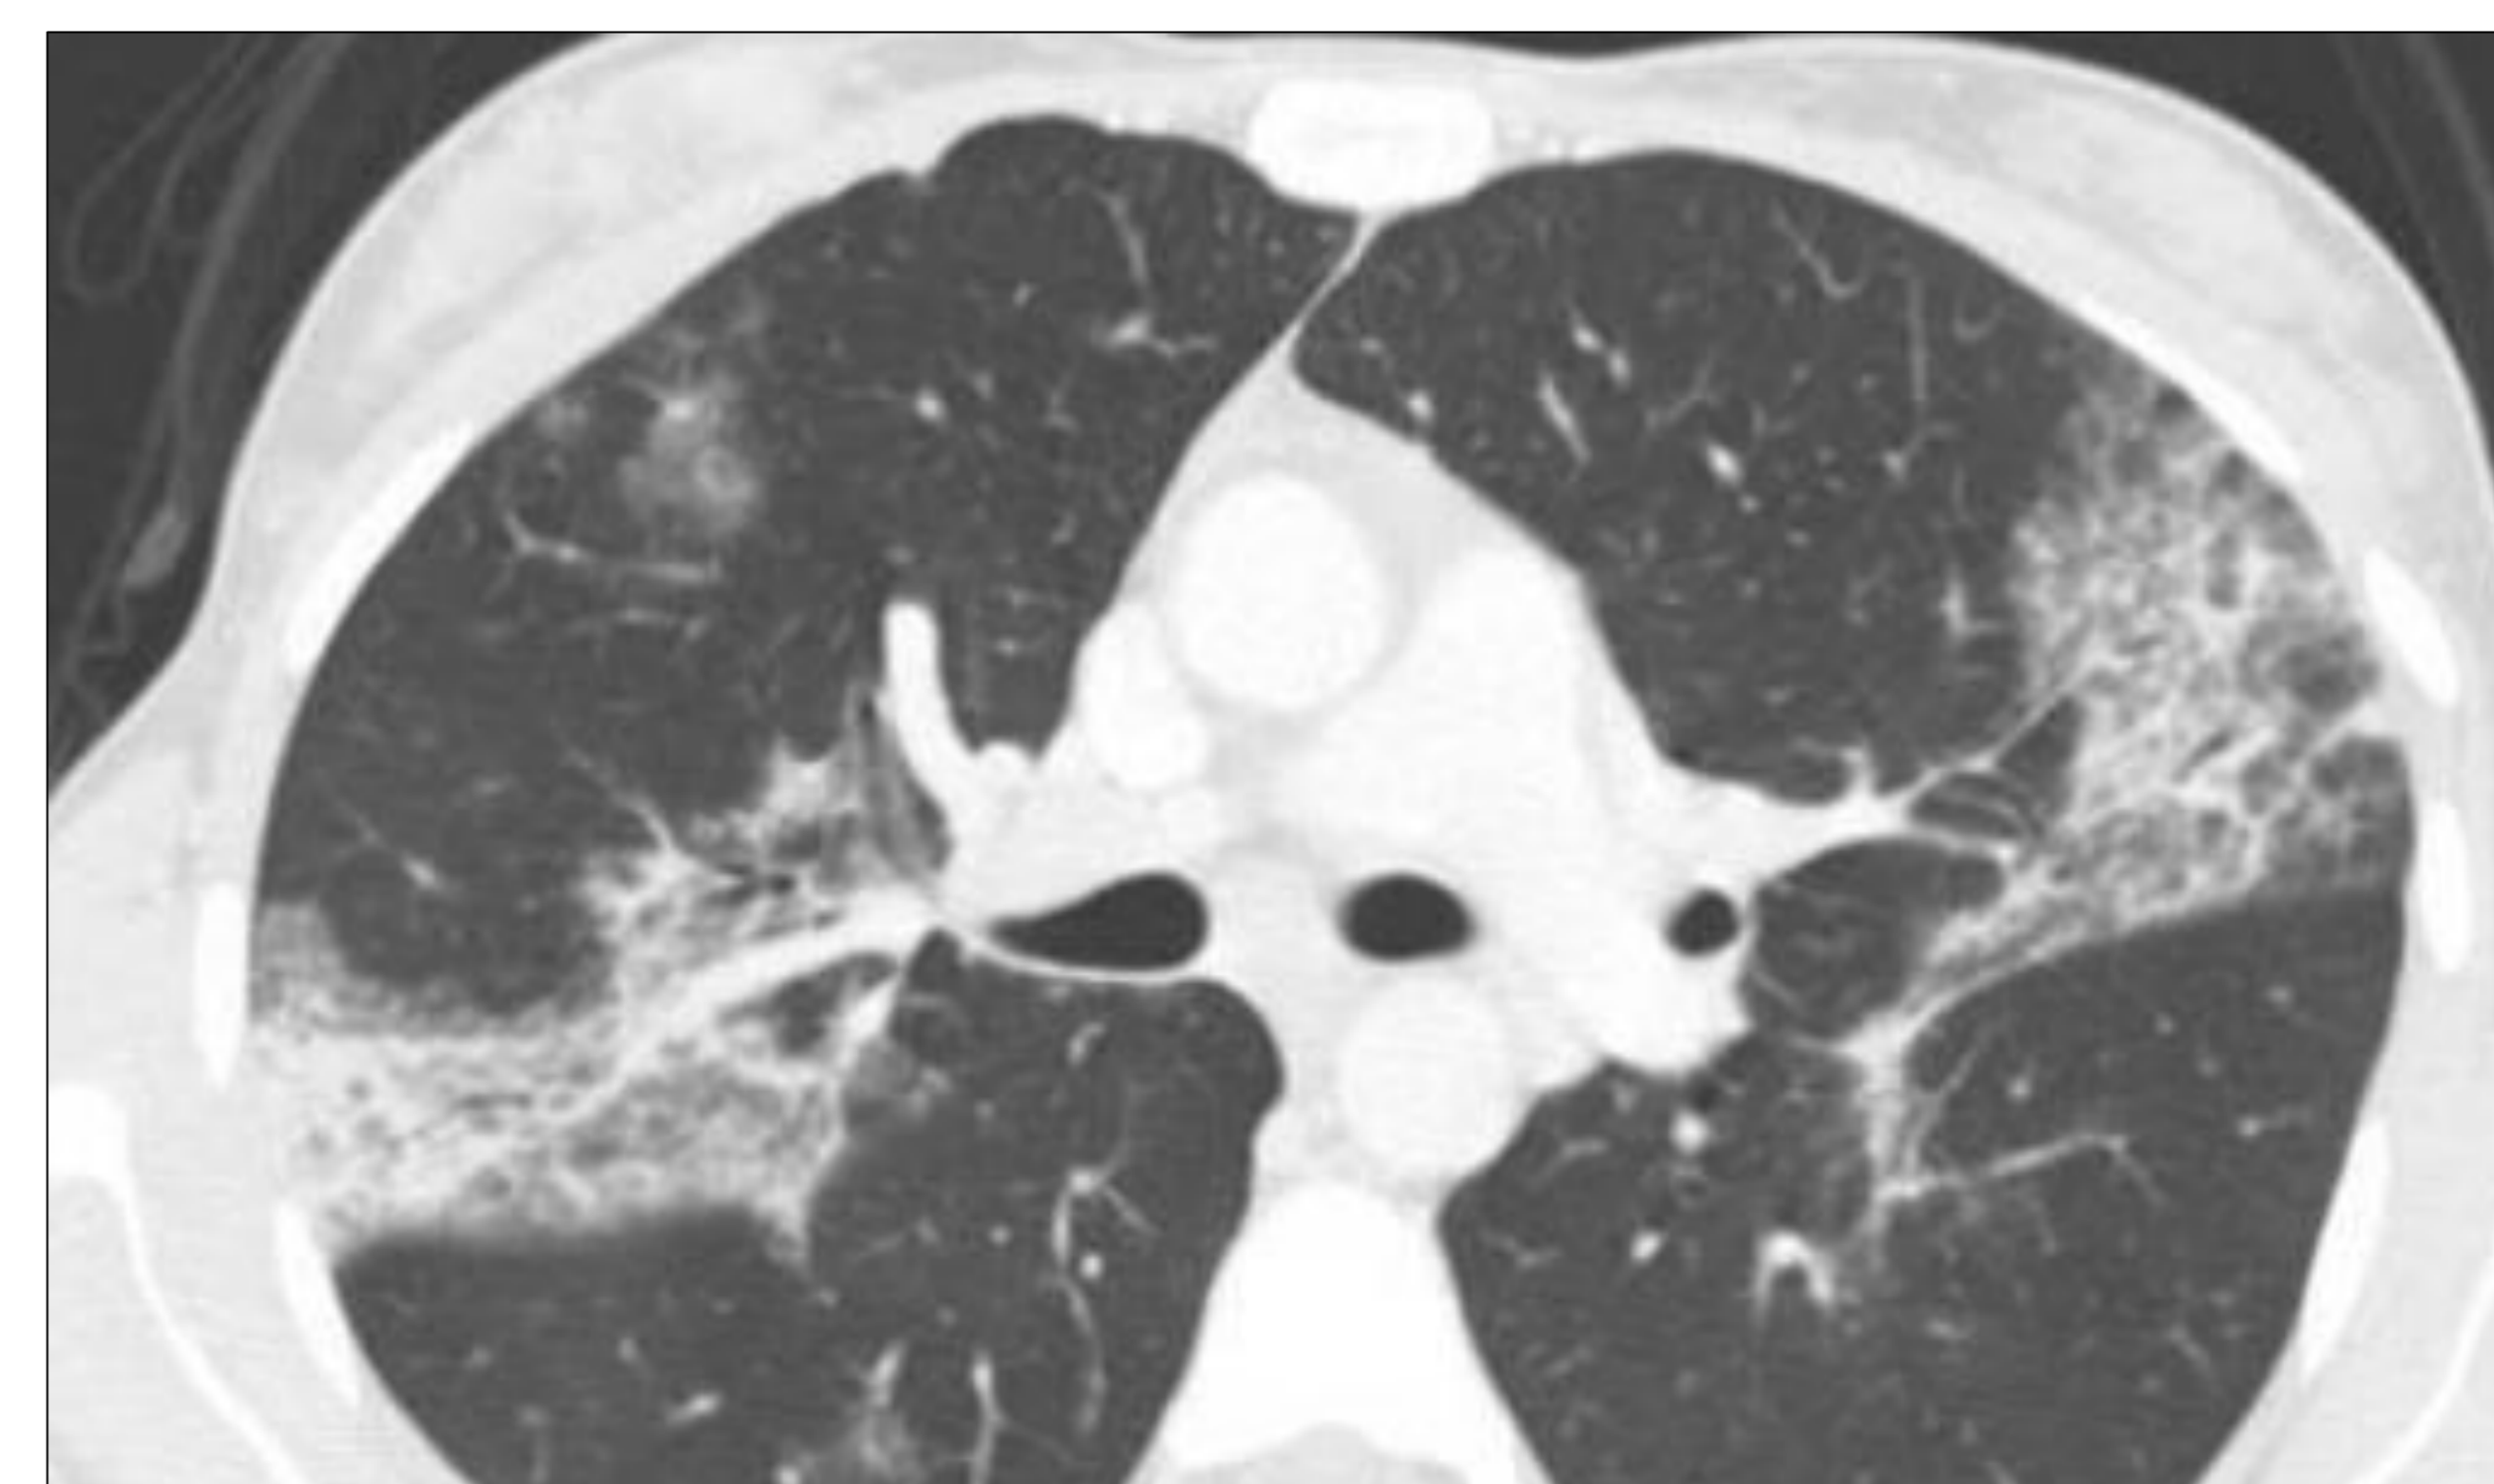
TCAR. Varón, 35 años, fumador activo con incremento de la frecuencia del hábito tabáquico reciente. Acude por MEG, fiebre y disnea. En la TC de tórax encontramos opacidades alveolares y en vidrio deslustrado bilaterales en las regiones subpleural y peribronquial. Asocia leve derrame pleural izdo. Hallazgos compatibles con NEA.
